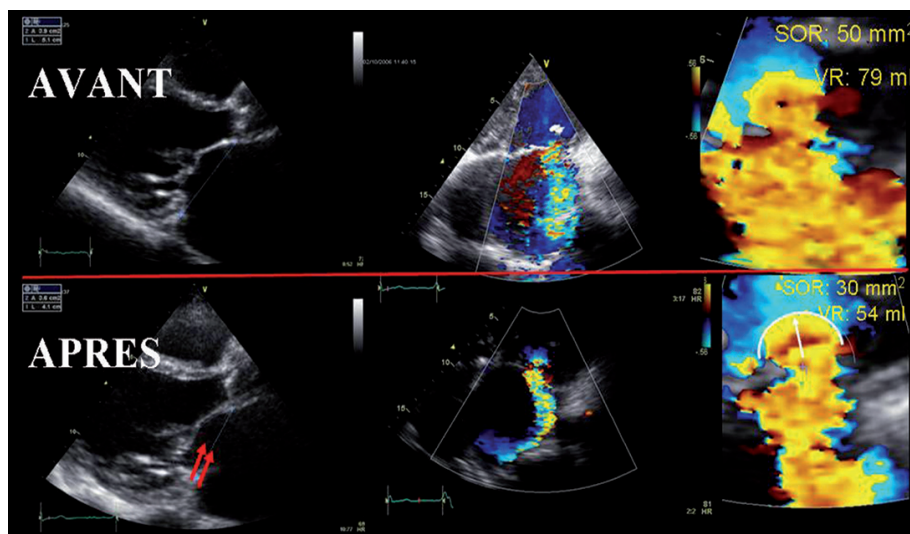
Images échocardiographiques obtenues avant (en haut) et 6 mois après (en bas) annuloplastie percutanée chez une patiente présentant une sévère insuffisance mitrale ischémique.
